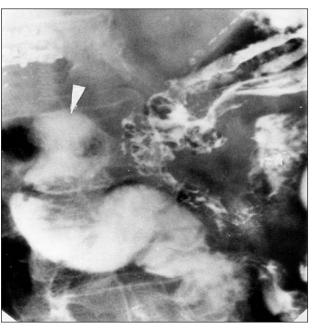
Рентгенограмма больного С., 62 года, 1 год после панкреатодуоденальной резекции с формированием арефлюксного панкреатогастроанастомоза. Стрелкой указана зона инвагинационного кишечного клапана
